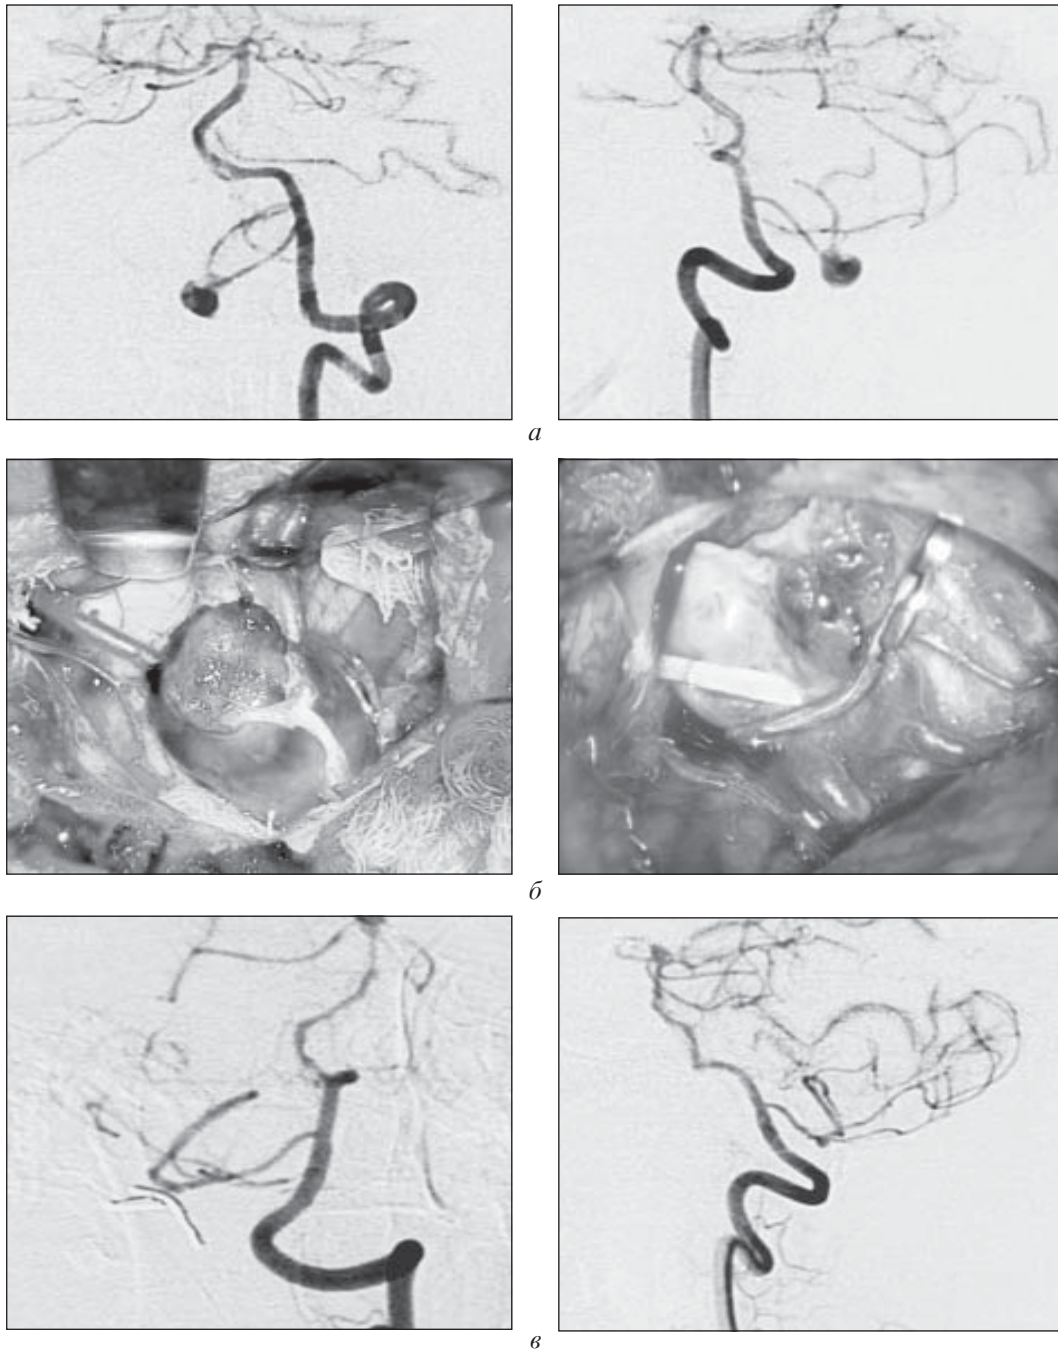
Фузиформна аневризма лівої ЗНАМ: *а* — доопераційні ангиограми; *б* — операційні фото до та після кліпування; *в* — післяопераційні контрольні ангиограми
